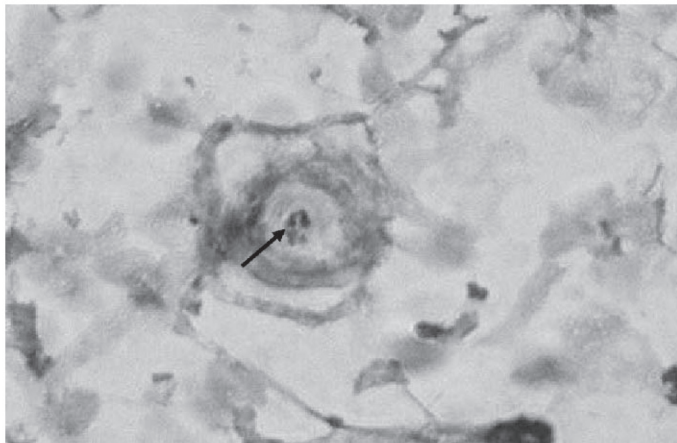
Lesión cutánea caso BT (segunda recurrencia de T1R, a los 13 meses. 16s rRNA positivo en un vaso dérmico (flecha)
